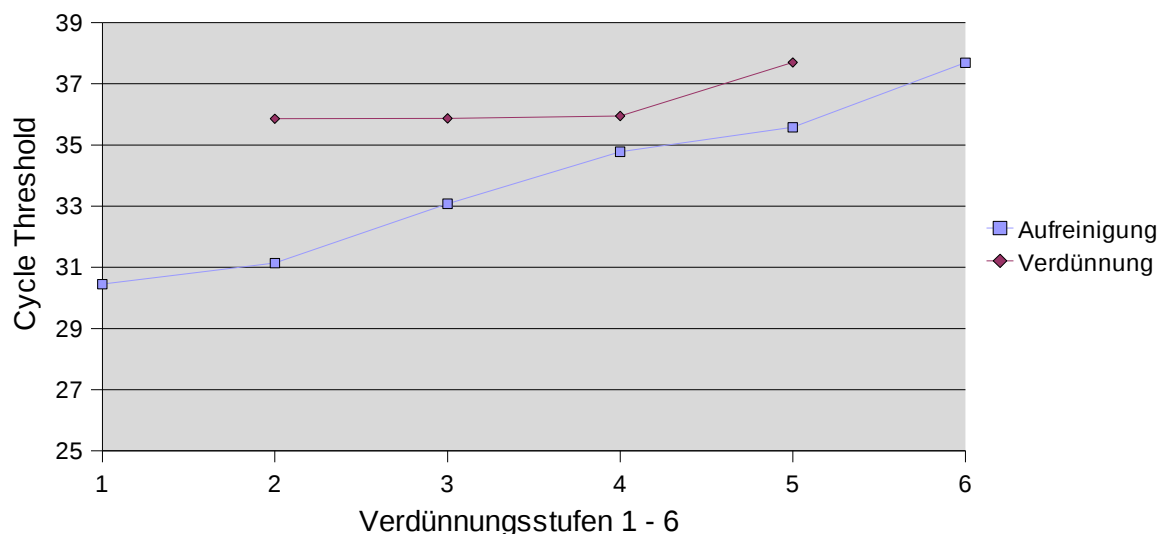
Anti-HLA-DR+DP+DQ Bindungsassay: Vergleich des CT zur Bestimmung der RT-Aktivität im Affinitätsbindungsverfahren versus Verdünnungsverfahren; MvP 899 Zellkulturüberstand in HIV positivem Plasma Verhältnis 1 : 9
